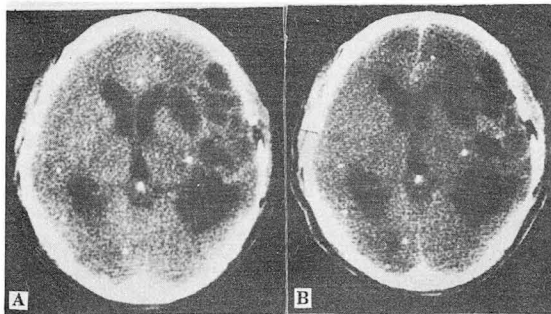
A. Precontrast CT reveals multiple various sized-cystic lesions and calcifications with mild mass effect in right temporoparietal region.
